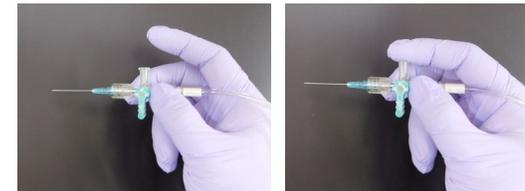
Nonaspiration cytology. The nodule to be sampled is confirmed by ultrasonography with the operator's left hand, and the needle, acting as both probe and suction channel, is held between the thumb and forefinger of the right hand and advanced into the nodule.
